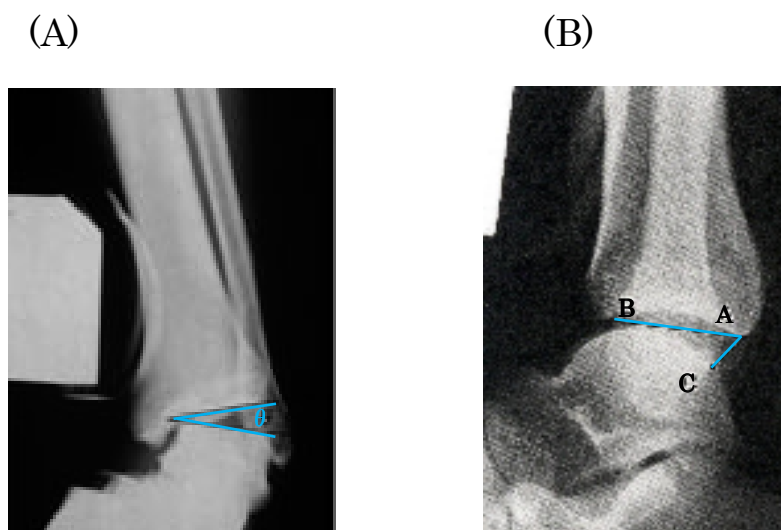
The stress roentgenography of the ankle joint.
